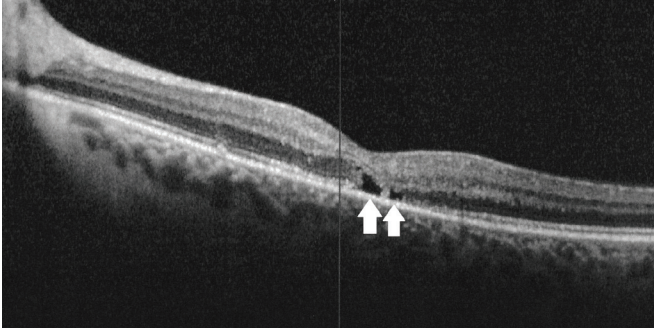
Tip 2 jukstafoveal telenjiektazi hastasında optik koherens tomografide, derin retina katlarında kistler (beyaz ok).
